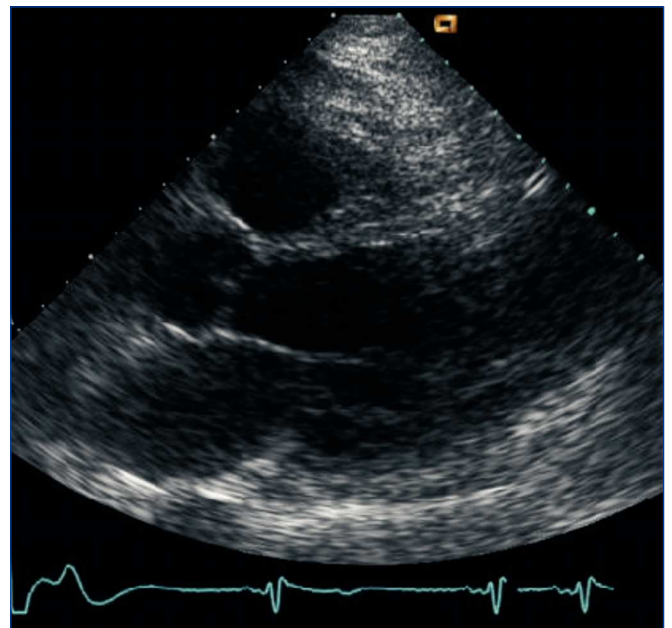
Ecocardiograma en el que se observa aneurisma ventricular.
